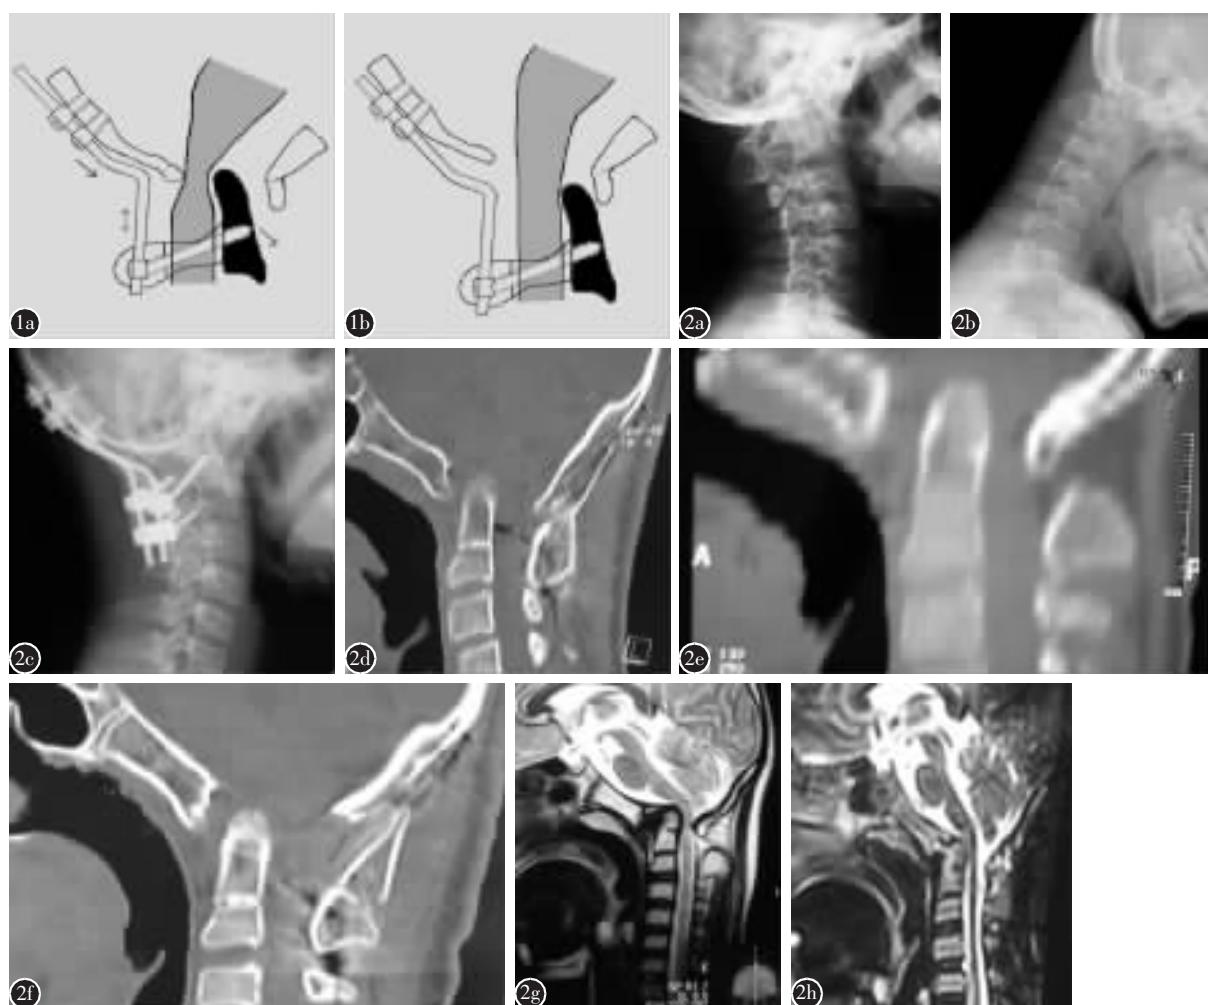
后路多轴螺钉-棒系统复位颅底凹陷的原理 a 在枕骨固定点与 C2 之间产生一个将 C2 向下、向前的复位力量, 使突入颅内的齿状突向下、向前拉出 b 复位固定及减压完成后示脊髓压迫解除 图 2 13 岁男性患者, 寰椎枕骨化合并颅底凹陷症 a,b 术前侧位及动态位 X 线片显示颅底凹陷及寰枢脱位 c 牵引与后路枕颈复位固定术后 1 年 X 线片示枕颈牢固融合, 复位维持 d 术后 18 个月 CT 重建显示枕颈坚固融合 e,f 手术前后 CT 重建对比示齿状突明显复位 g,h 术前与术后 1 年 MRI 对比显示颈髓延髓压迫解除, 颈延髓角由 105° 改善为 143°
